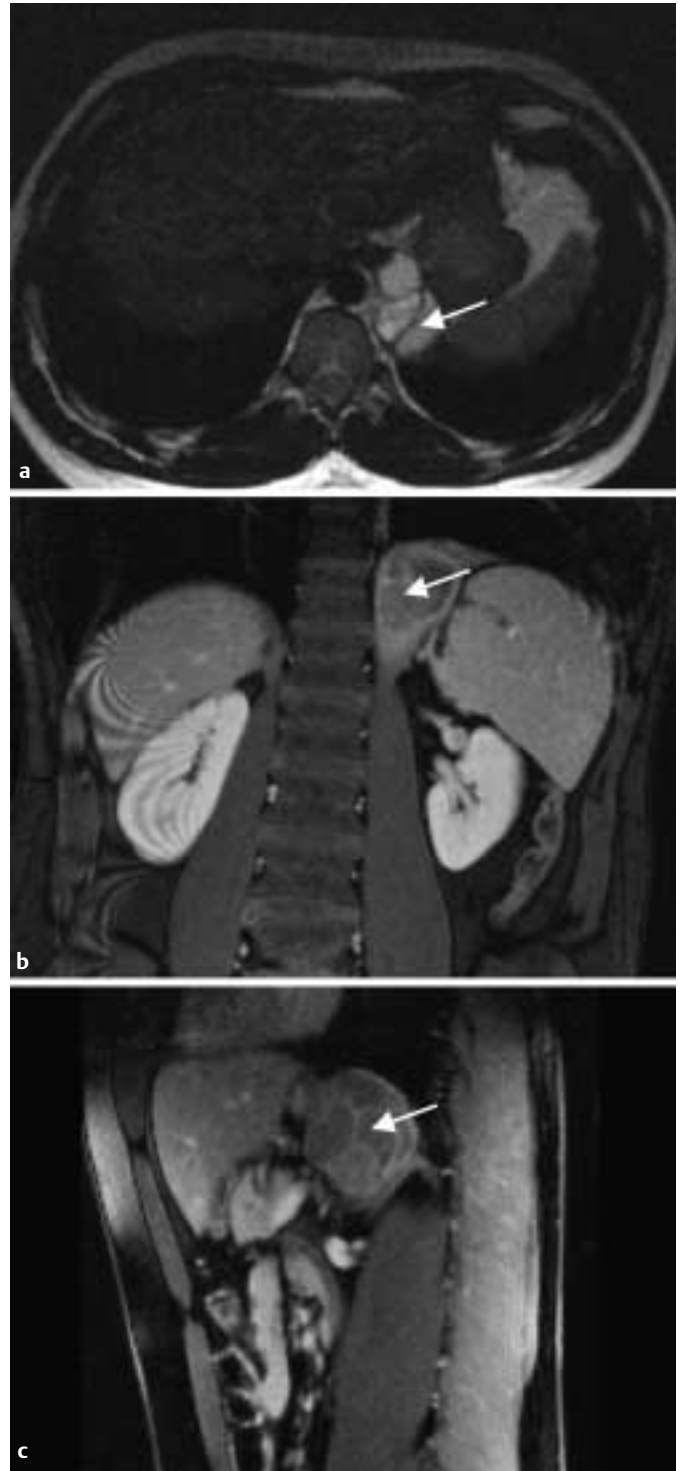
MRT des Oberbauches a T₂-gewichtete Bild transversal in Atemanhaltetechnik (T₂w-tse-bh) zeigt einen zystisch-gekammerter Tumor (Pfeil) mit flüssigkeitsäquivalenter Signalintensität und einer Größe von ca. $6,5 \times 4 \times 5,5$ cm, unmittelbar paravertebral linksseitig gelegen. Auf den T₁-gewichteten Bildern nach Kontrastmittelgabe (GdDTPA 0,2 mmol/kg KG) zeigt sich b koronar und c sagittal ein nur partiell enhancender Tumor mit jedoch stark Kontrastmittel anreichernden Septen. Der Tumor liegt im medialen linken Zwerchfellschenkel. Die anfänglich nicht abgrenzbare linke Nebenniere kommt in koronarer Schichtführung anatomisch unauffällig lateral des Tumors zur Darstellung (Pfeil).
